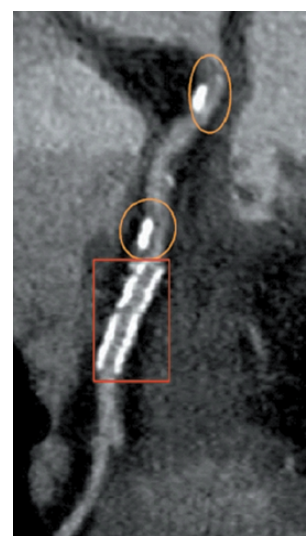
Immagine mediante tomografia computerizzata multidetettore in un paziente con stent coronarico (riquadro), placca calcifica (ovale inferiore) e placca mista (calcifica e "soft") (ovale superiore) su arteria discendente anteriore.
